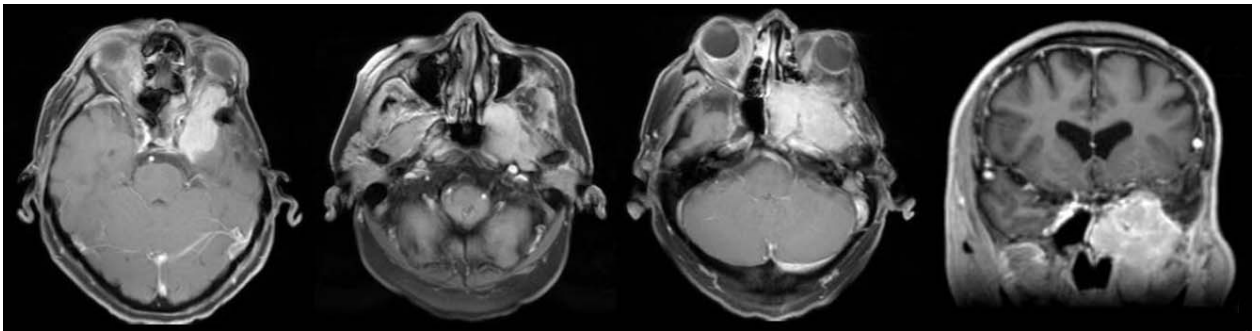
МРТ головы с контрастом до операции: опухоль средней черепной ямки слева с экстракраниальным распространением
